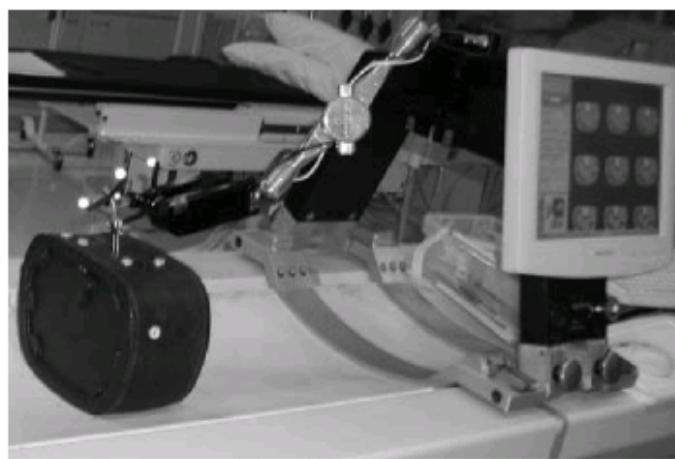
安装在 CT 台上的机器人与测试影像干涉
